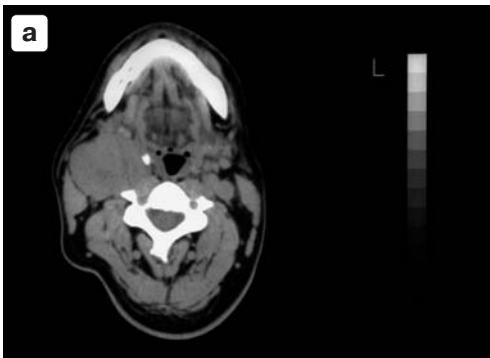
Динамическая компьютерная томография (ДКТ) с внутривенным контрастным усилением каротидной хемодектомы. Представлены 4 аксиальных среза в различные фазы прохождения контрастного вещества: а – нативная, б – ранняя артериальная, в – поздняя артериальная, г – венозная фазы.
